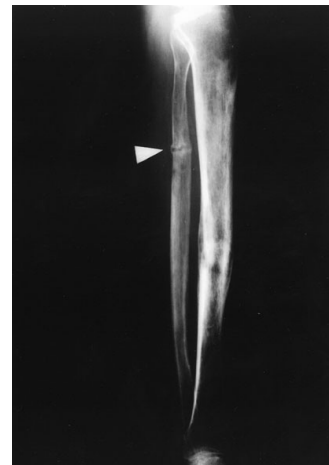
Plain x-ray film of both lower legs at initial admission (1990). Radiography showing radiolucent line and loss of cortical continuity (pseudofracture) of the upper diaphysis of the left fibula.
